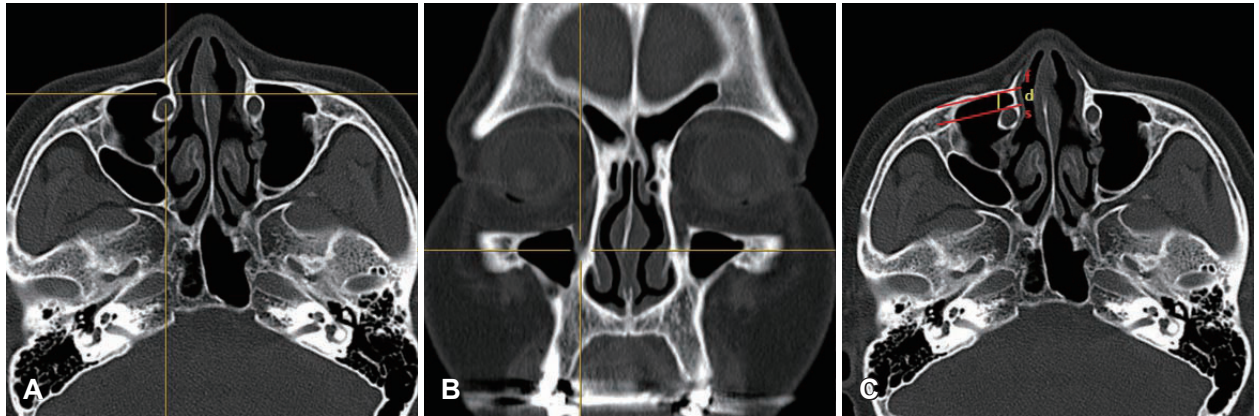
A measurement of prelacral recess window distance. A and B: Axial (A) and coronal (B) sinus CT images show the anterior insertion of the inferior turbinate into the frontal process of the maxilla using a three-dimensional cursor. C: An axial sinus CT image shows measurement of a distance (d) between a tangential line (f) through the posterior surface of the anterior wall of the maxillary sinus and a parallel line (s) through the anterior wall of the lacrimal duct.
